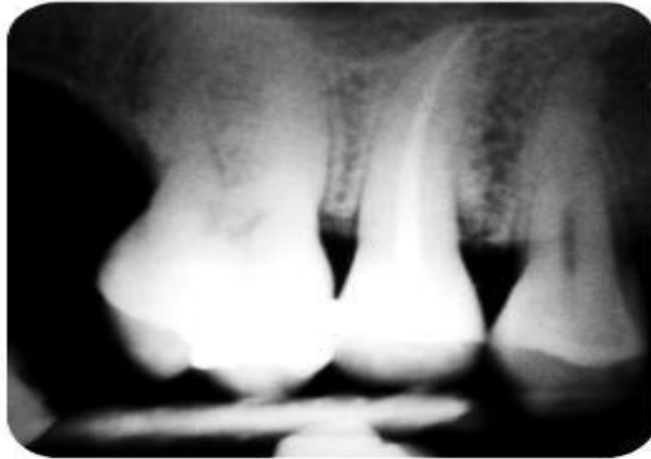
Radiografía posoperatoria
